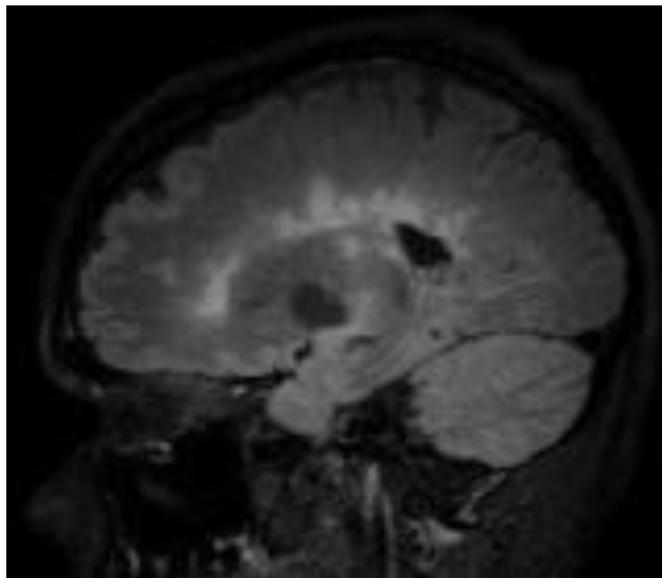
IRM (FLAIR) de SEP [62]
